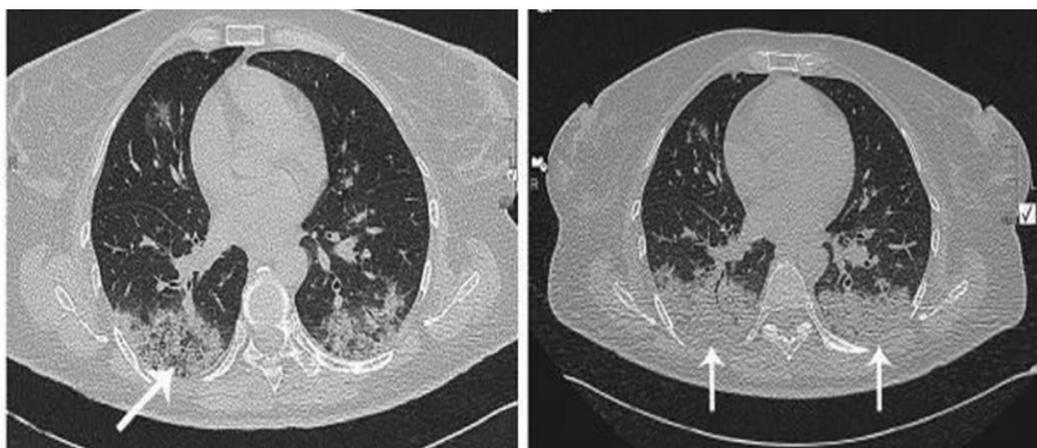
Gambaran CT Scan dengan ground glass opacity pada lobus bawah paru kanan(Esin et al., 2021)
